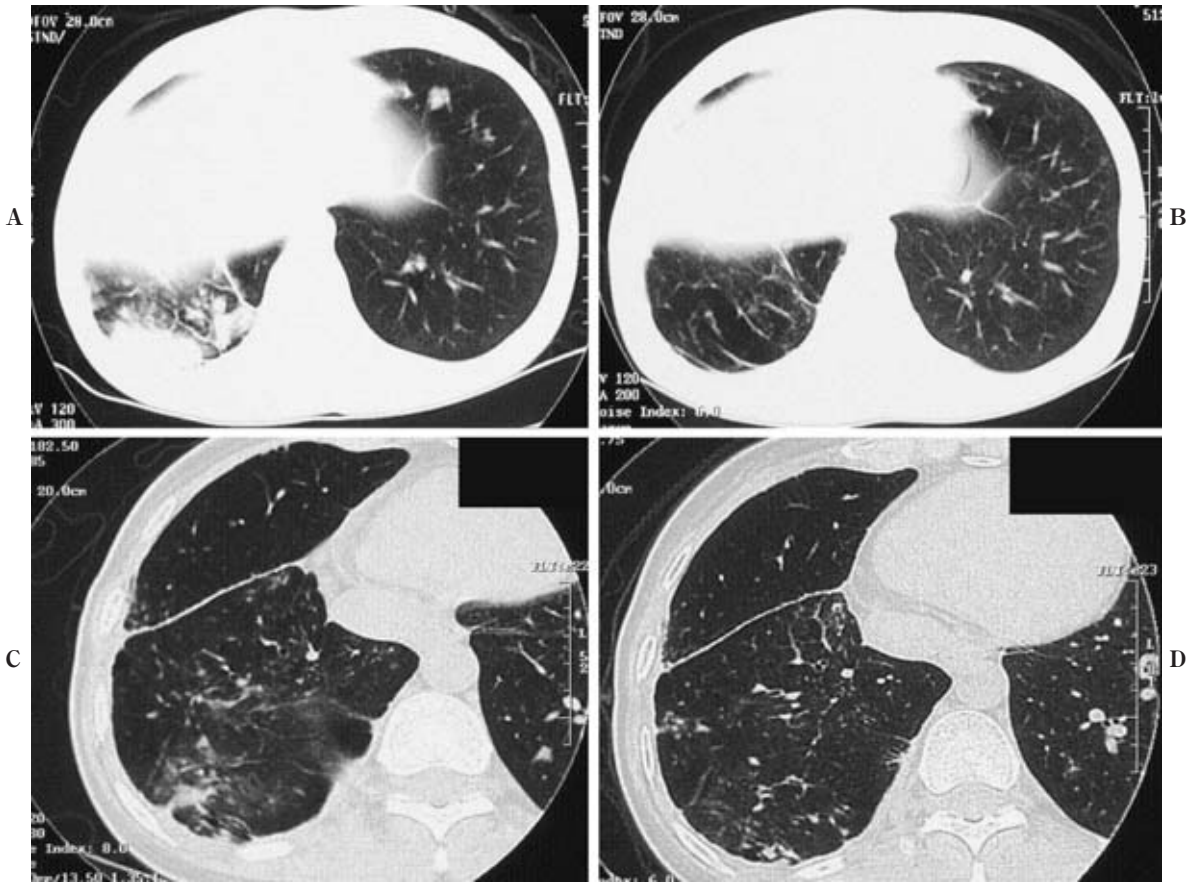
Serial findings of chest CT in case 3. Multiple nodules on both lung fields were observed before first gefitinib therapy (A), and disappeared after gefitinib therapy (B). A nodule in right lower lung field was observed again before second gefitinib therapy (C), and the lesion decreased after the second gefitinib therapy (D).
